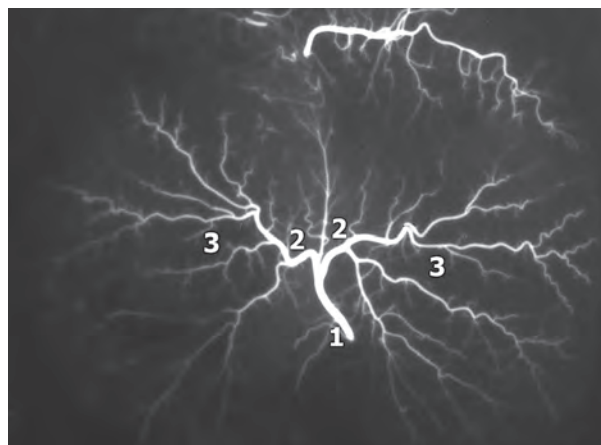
Рентгенангіограма артерій шлунка щура через 21 добу після двобічного видалення привушних і нижньощелепних залоз.
